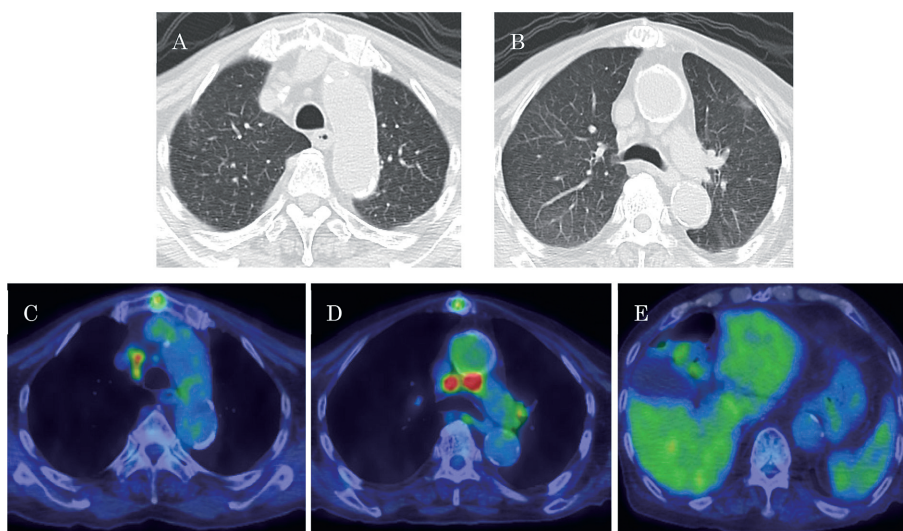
治療中間期<sup>18</sup>F-FDG-PET/CT fusion 画像
